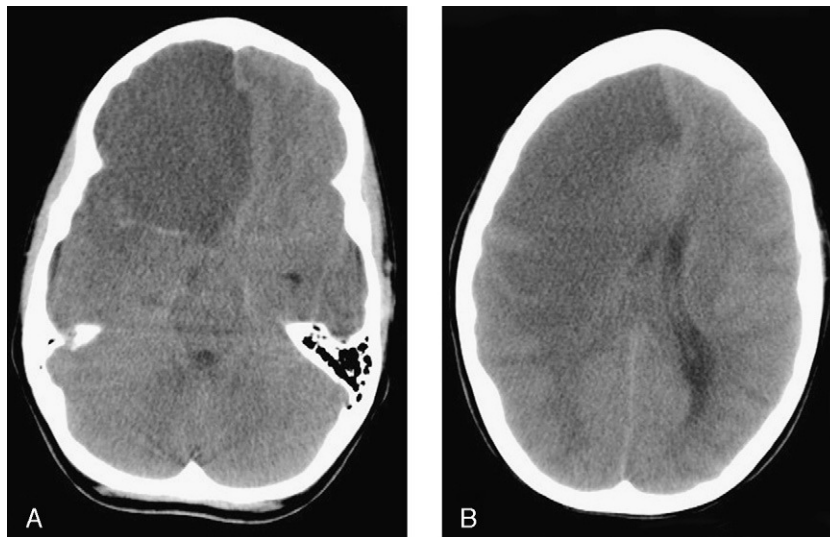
TC craneal sin contraste. A) Área hipodensa con pérdida de la diferenciación entre sustancia blanca y gris que ocupa todo el lóbulo frontal derecho y brazo anterior de la cápsula interna con efecto masa hacia la izquierda. Signo de la arteria cerebral media hiperdensa. B) Área hipodensa que afecta a lóbulos frontal, temporal y parietal derechos, junto a ganglios de la base ipsolaterales, con efecto masa y desplazamiento de la línea media, provocando obliteración del asta temporal derecha y compresión del ventrículo lateral derecho, en relación con herniación subf Facial y uncal.
